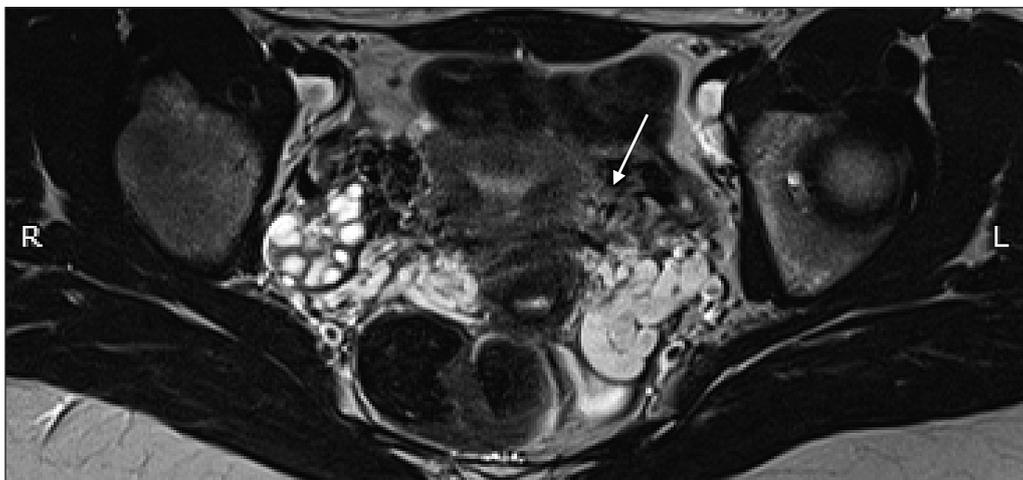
МРТ малого таза. Варикозное расширение вен малого таза (указано стрелкой).
